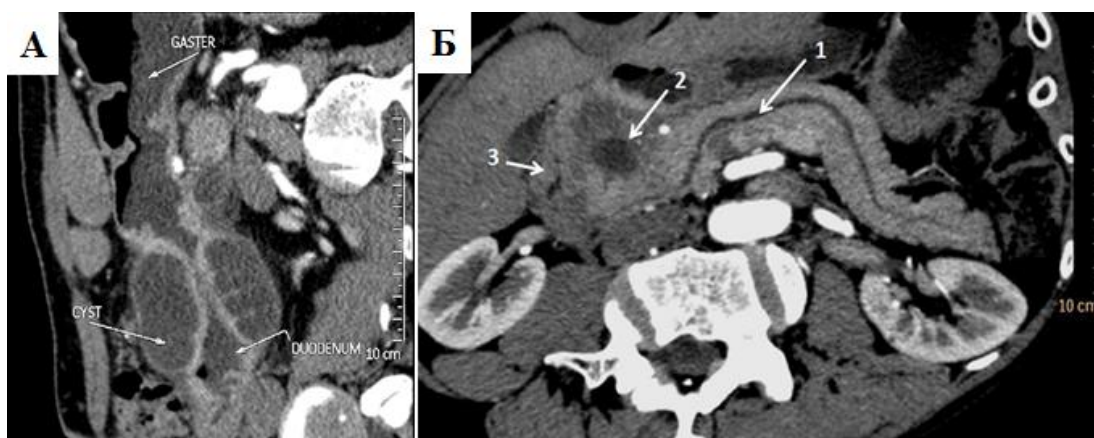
КТ, артериальная фаза контрастного усиления. А. Сагиттальный срез. Единичная крупная киста стенки ДПК муфтообразно охватывает ДПК. Б. Криволинейная реконструкция (ось реконструкции проходит через панкреатический проток). Признаки ХП отсутствуют. 1 – нерасширенный панкреатический проток; 2 – киста в медиальной стенке ДПК; 3 – утолщенная стенка ДПК
